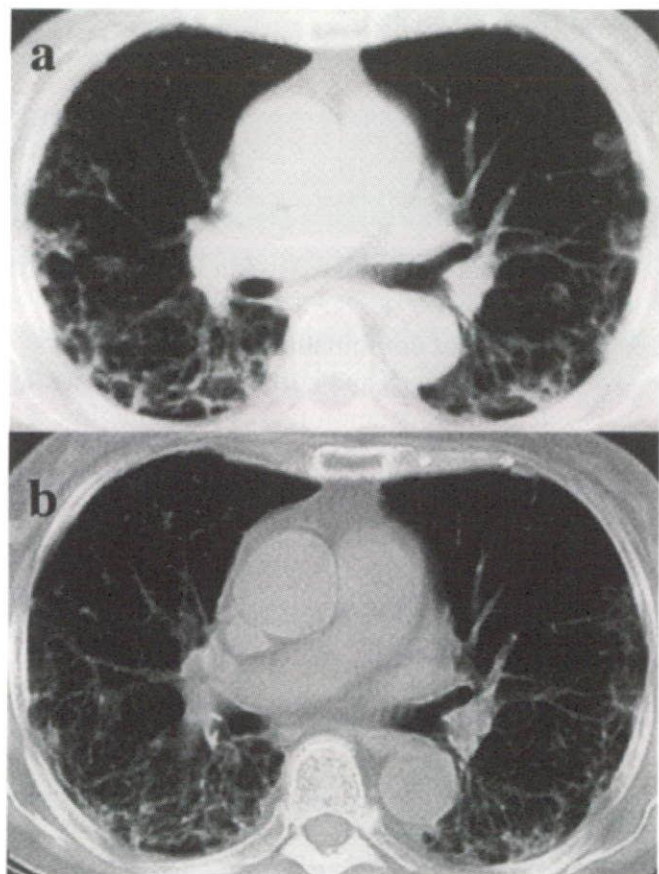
(a) タクロリムス治療開始前の、2002年9月の症例3の胸部CT画像。縦隔気腫が認められる。(b) タクロリムス治療開始2ヶ月後の症例3の胸部CT画像。縦隔気腫は消失している。
